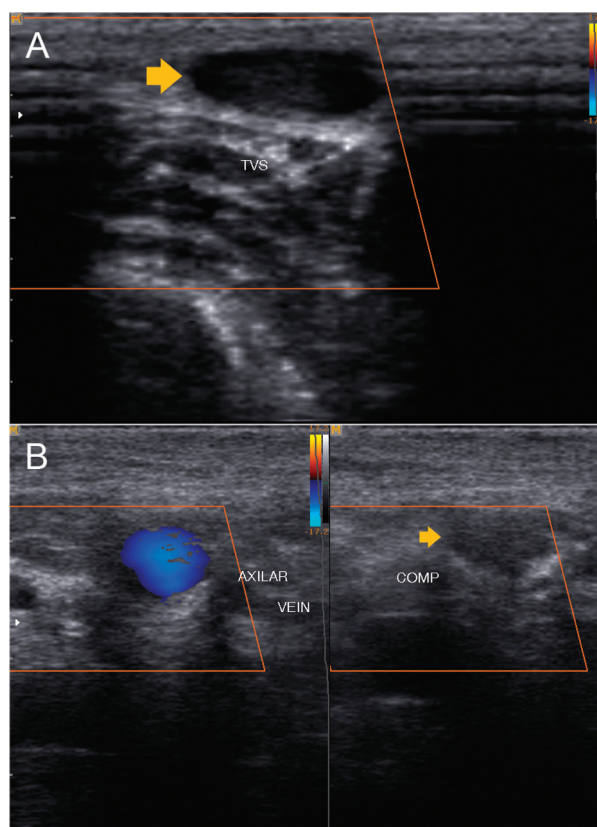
Ecografía Doppler color venoso de antebrazo izquierdo 24 horas después del inicio del tratamiento. A: Se observa una vena superficial (flecha) que no colapsa a la compresión, con falta de flujo Doppler color en su interior, y con contenido ecogénico compatible con trombosis. B: Se observa la vena axilar derecha con flujo Doppler color conservado (izquierda, en azul), que puede comprimirse con facilidad (derecha), sin contenido en su interior (flecha)
